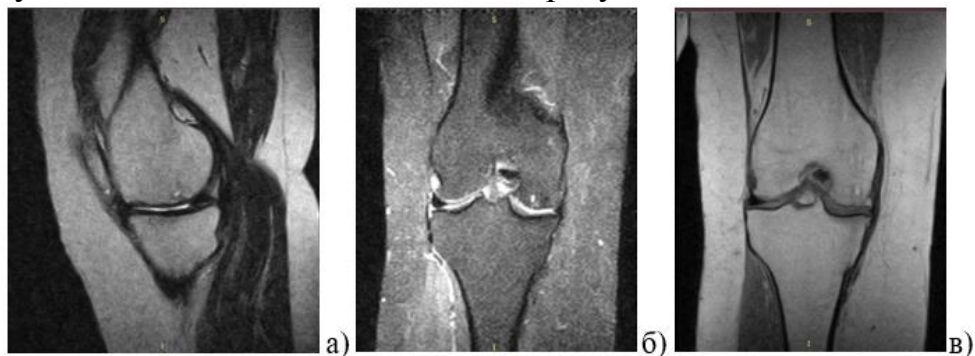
МРТ правого колінного суглоба пацієнтки 52 років з асептичним некрозом медіального виростка правої стегнової кістки, Ficat 1, через 12 міс. після лікування за допомогою регенеративних інтервенційних технологій.
